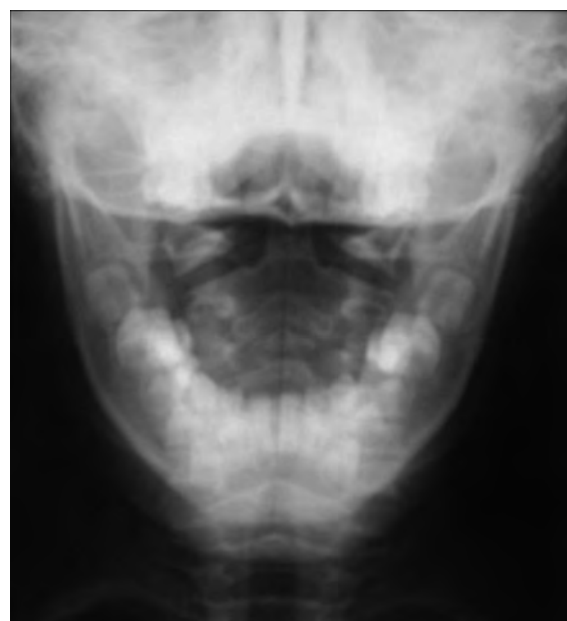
Рентгенограмма шейного отдела. Смещение зубовидного отростка C_{II} , асимметрия атлантоосевых сочленений.
